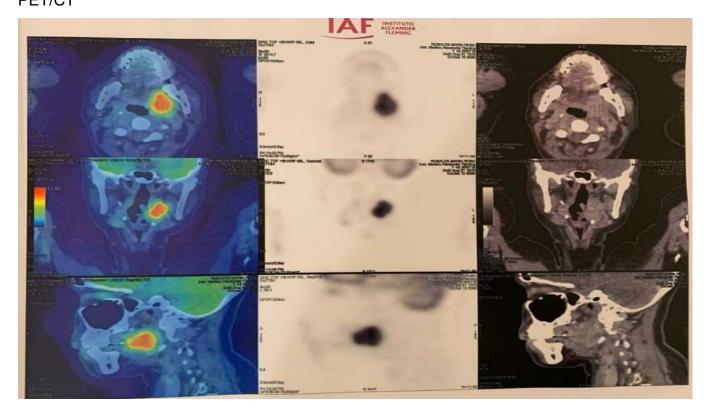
Figura 12PET/CT de la paciente
